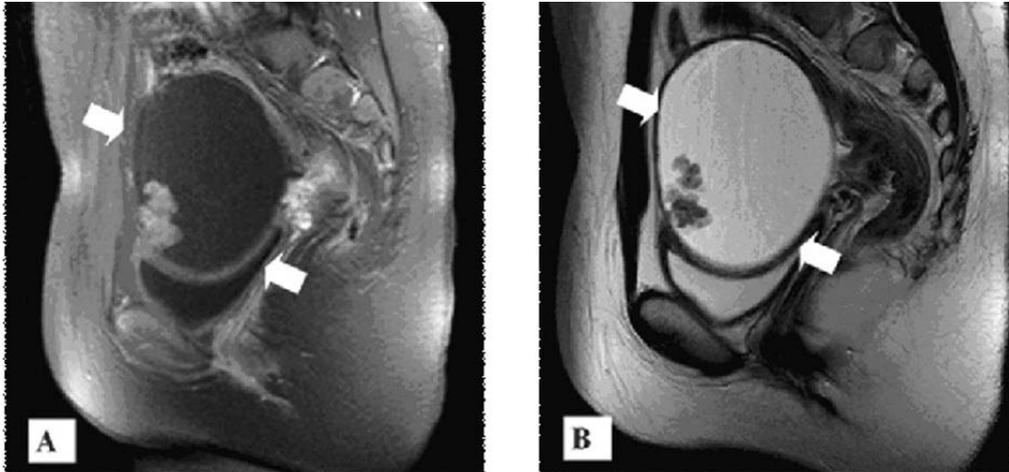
MR image shows a well-demarcated cystic mass with papillary nodules (white arrow) along cystic wall on T1-weighted image (A) and on T2-weighted image (B).
